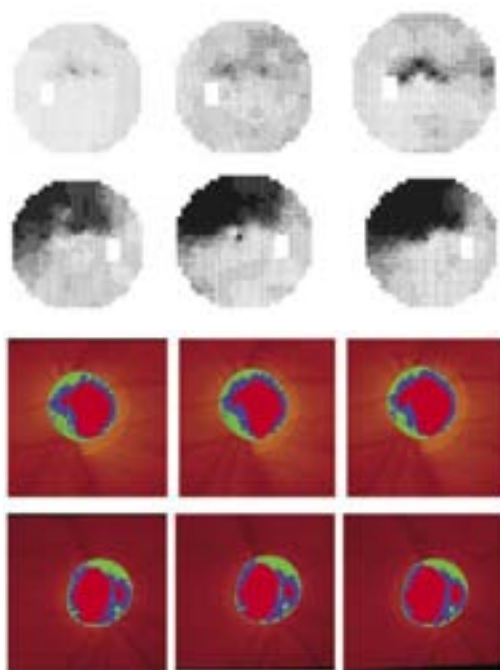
Figura Caso Clínico 1: Campos visuales y Tomografías del N.O.: (arriba OI, abajo OD)
